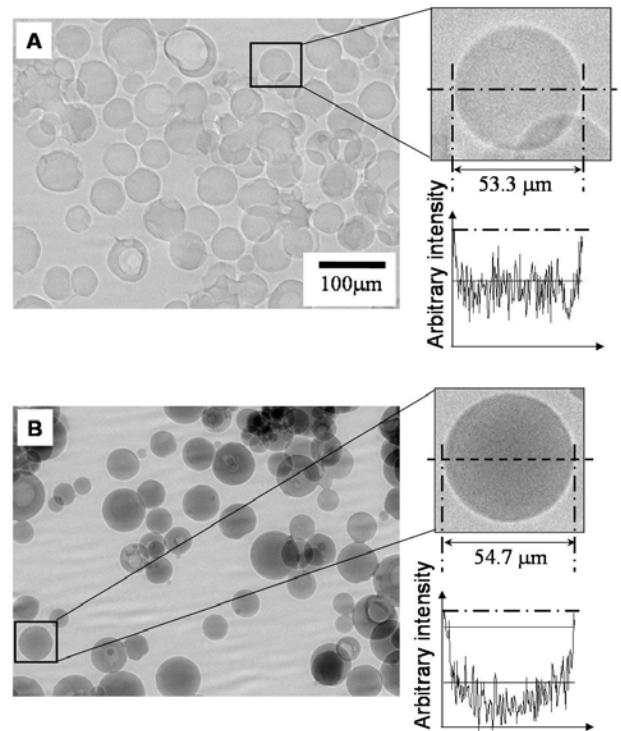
CM capsules; (A) X-ray image of capsules without CM; (B) X-ray image of CM capsules
